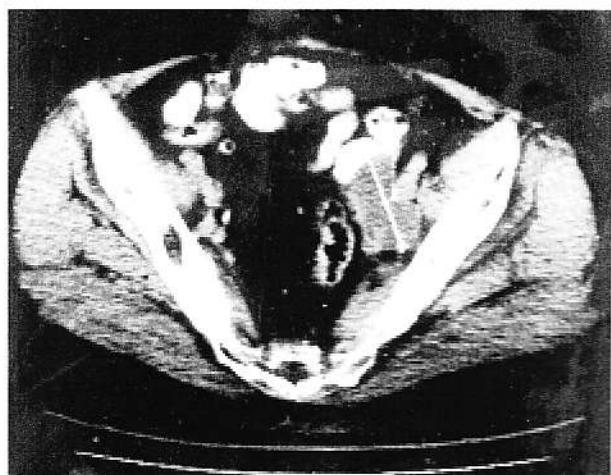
Examen CT - a) hidronefroză gradul I, ureter stâng dilatat; b) formațiune tumorala pelvină ce înglobează și obstruează ureterul.
